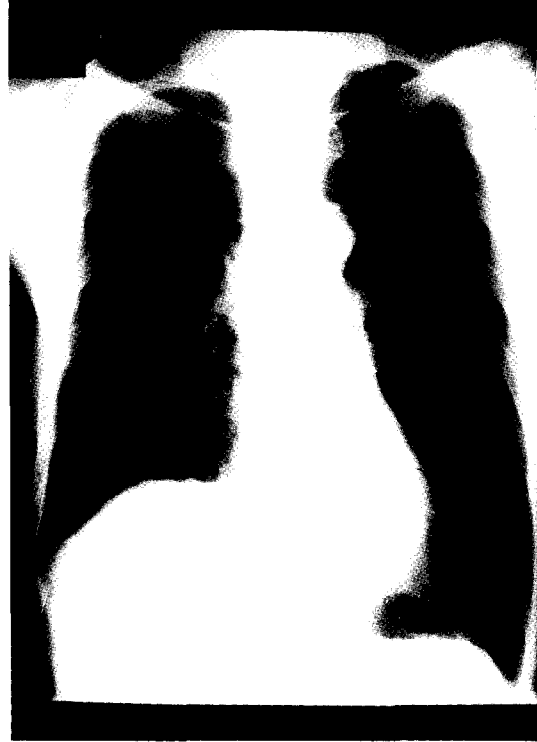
The postoperative follow-up chest X-ray(1 month later)
